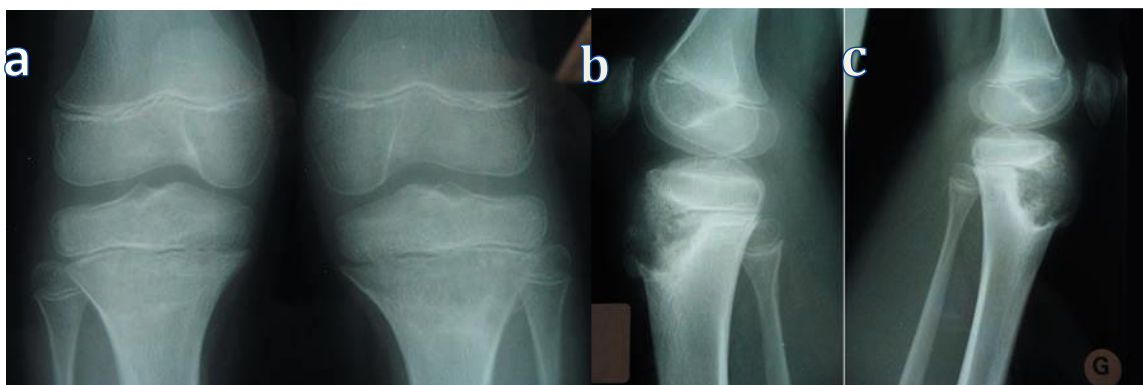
Photos de la littérature montrant la Radiographie des genoux de face (a) et de profil (b) à l'âge de 9 ans d'un patient CINCA. a. Atteinte caractéristique des genoux avec une hypertrophie des cartilages de conjugaison et des épiphyses des os longs. Aspect de tuméfaction pseudo-tumorale bilatérale. Entre la métaphyse et l'épiphyse, le cartilage de conjugaison paraît conservé. b. Tuméfaction développée au niveau de l'épiphyse et de la métaphyse tibiale, d'aspect lytique et floconneux. La ligne de séparation entre la lésion et la métaphyse est bien visible, alors qu'elle est mal limitée dans le cas de l'épiphyse. Aspect irrégulier des métaphyses. Épiphyses élargies, irrégulières, et ossification fragmentée.
